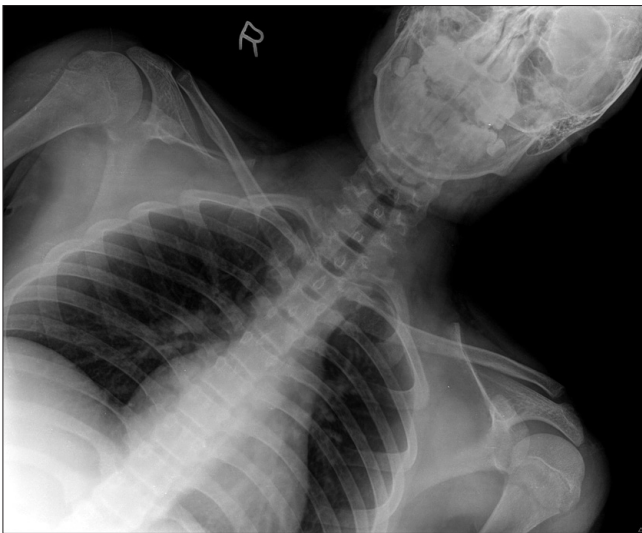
Final both shoulder radiograph shows normal appearance of physis of left proximal humerus.
